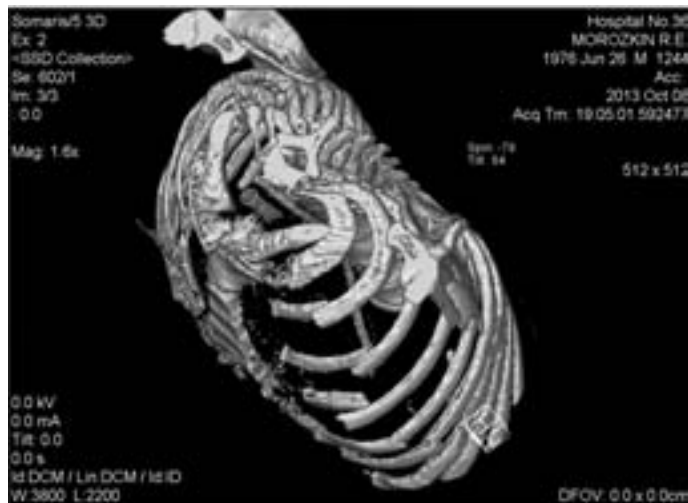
КТ-реконструкция до оперативного вмешательства
